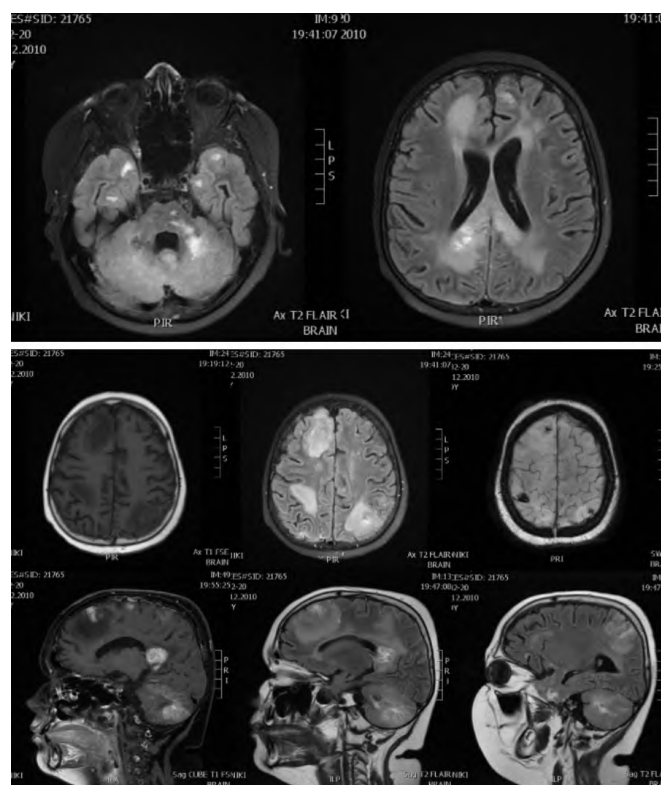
МРТ пациента от 03.02.2020.
